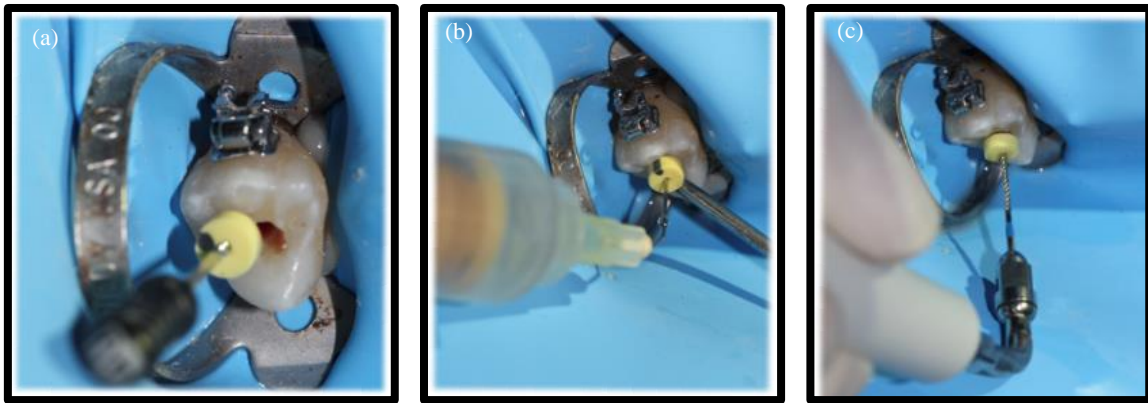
(a) Instrumentación con lima tipo K #80, (b) Irrigación con hipoclorito de sodio al 2.5% y (c) activación del irrigante con ultrasonido
